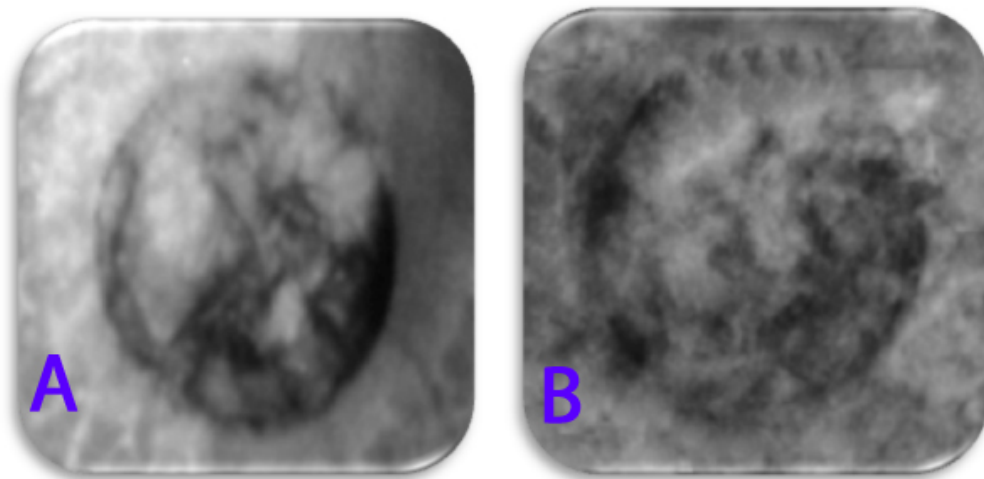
A-B: Radiografias do Grupo II. Período de 3 semanas (A) e 6 semanas (B).
